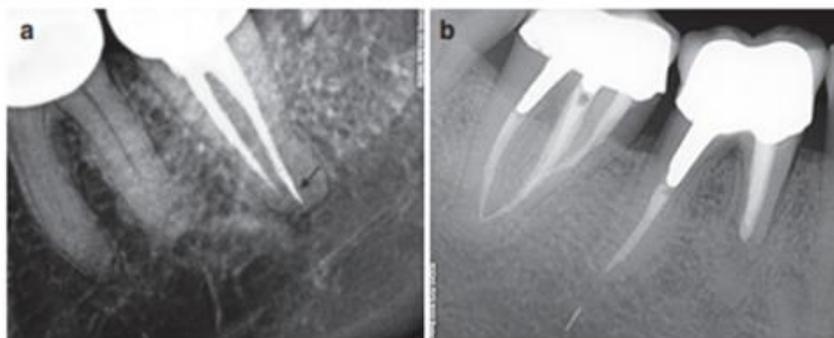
Absence d'intervention comme option de traitement pour les fragments révélés au hasard pendant l'examen radiographique péri apical.
